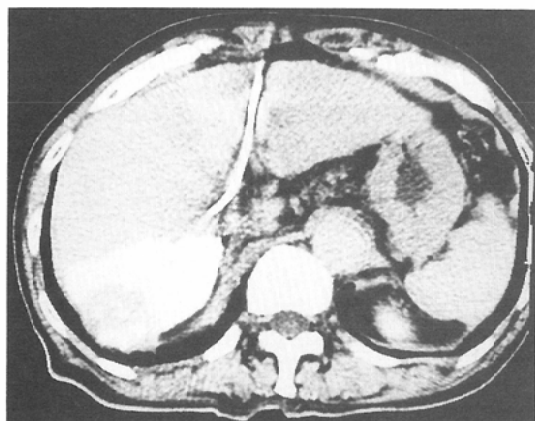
c) PTP-CT shows segmental enhancement of the liver surrounding the tumor.
